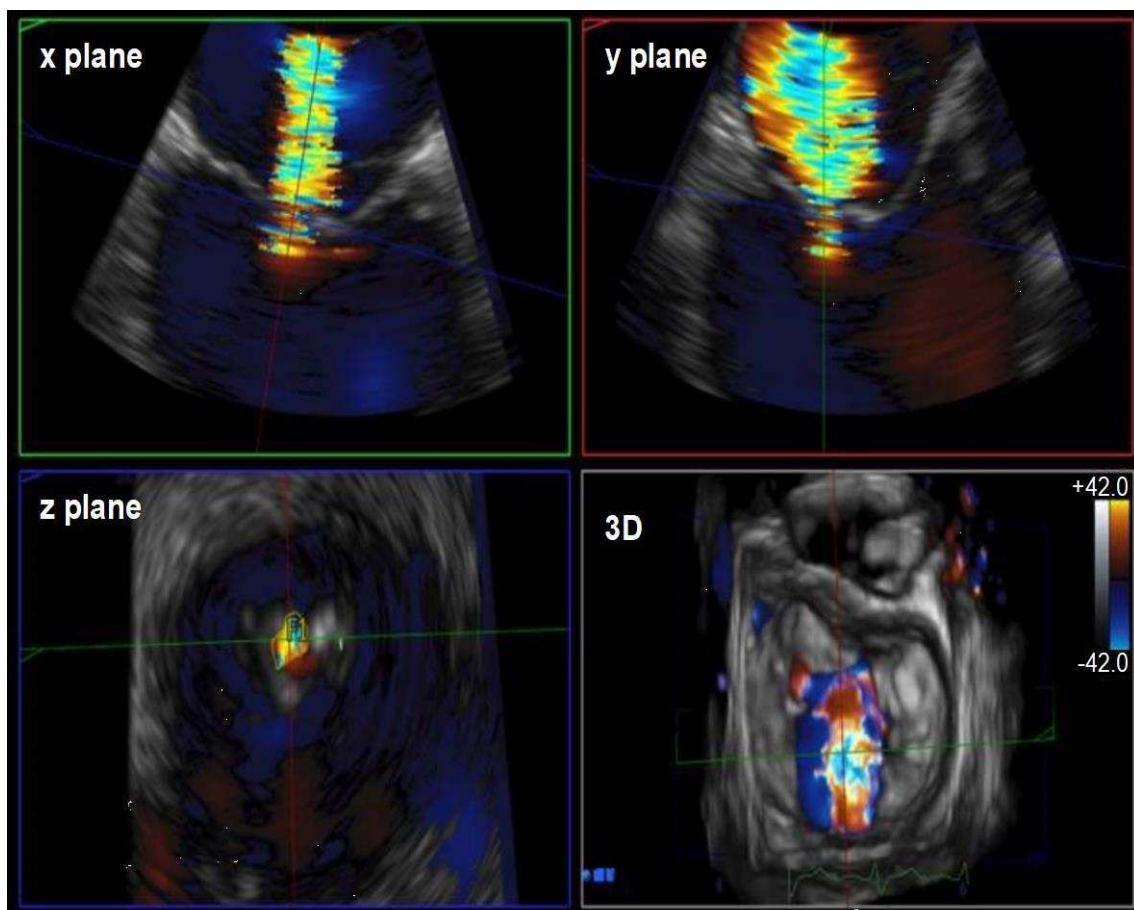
Quantifizierung der Mitralinsuffizienz mittels dreidimensionaler Echokardiographie. Quantifizierung der dreidimensionalen effektiven Regurgitationsöffnungsfläche (EROA) mittels multiplanarer 3D-Rekonstruktion von Farbdoppler-Bildern. Die 3D-EROA wurde durch Zuschneiden und Kalibrieren von drei Bildebenen (x, y, z) aus dem Einzelherzschlagdatensatzes erhalten.
